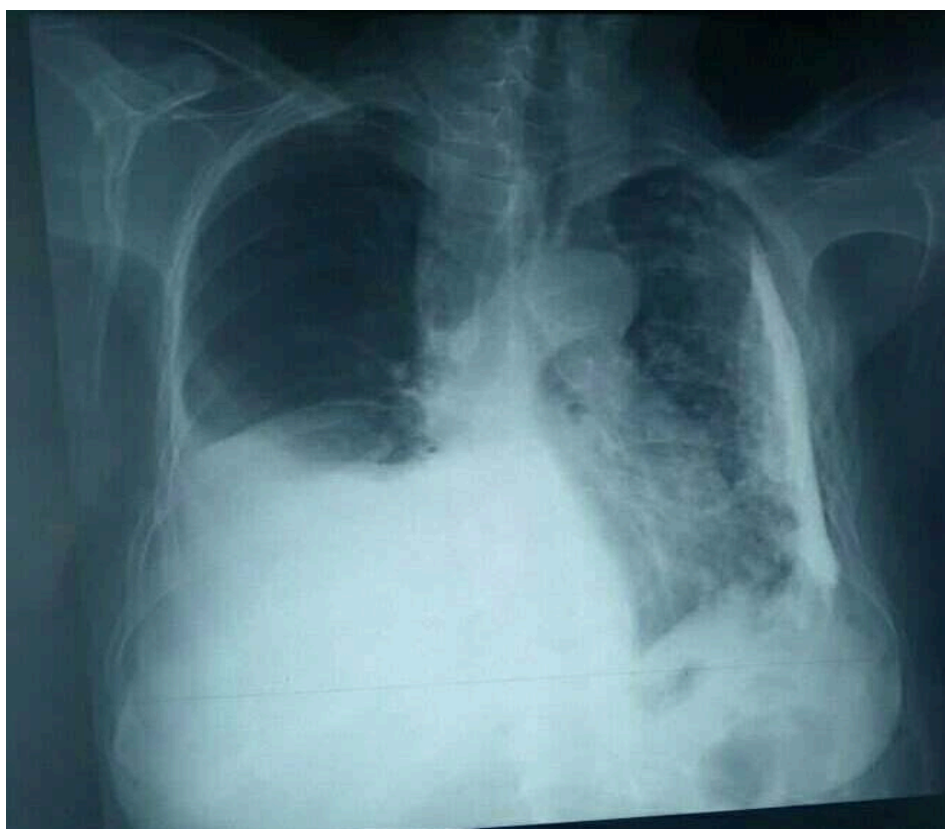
Radiographie thoracique de face objectivant des séquelles de tuberculose pleurale (aspect en os de seiche). (Hôpital militaire Avicenne de Marrakech)
